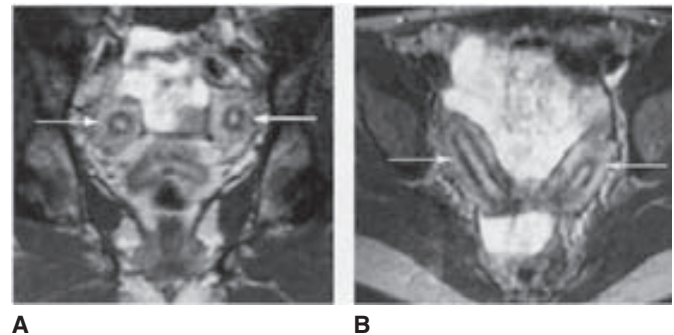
Útero didelfo. A, Resonancia magnética coronal ponderada en T2 que muestra dos cavidades endometriales independientes (flechas). B, Resonancia magnética transaxil ponderada en T2 que muestra dos cuernos uterinos independientes (flechas). (Cortesía de la Dra. Diane Twickler.)
